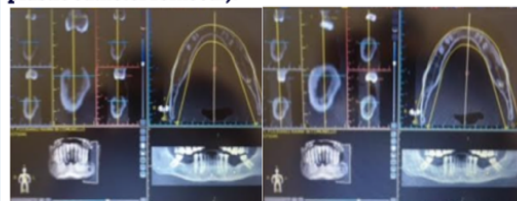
Initial and 12 months post-decompression CT Scans (observe local bone remodeling and IAN involvement).
